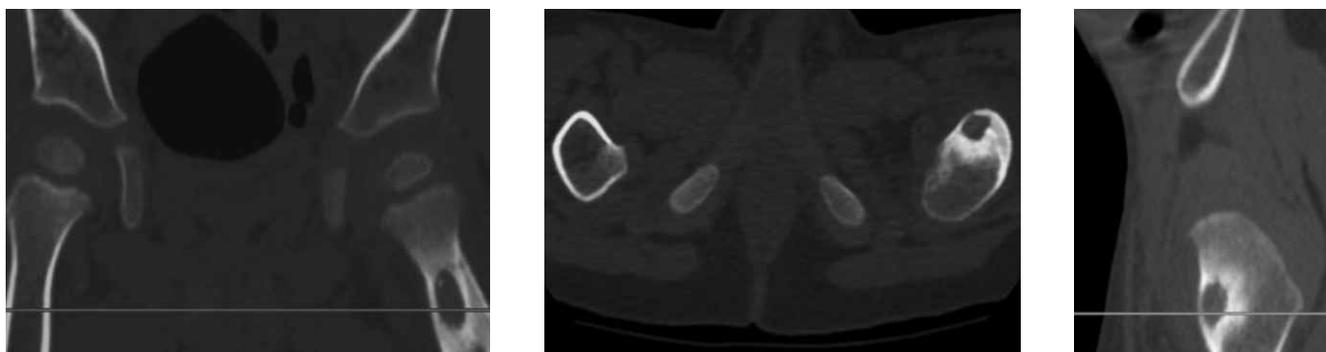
Компьютерная томограмма тазобедренных суставов пациента В., 2 года 1 мес
